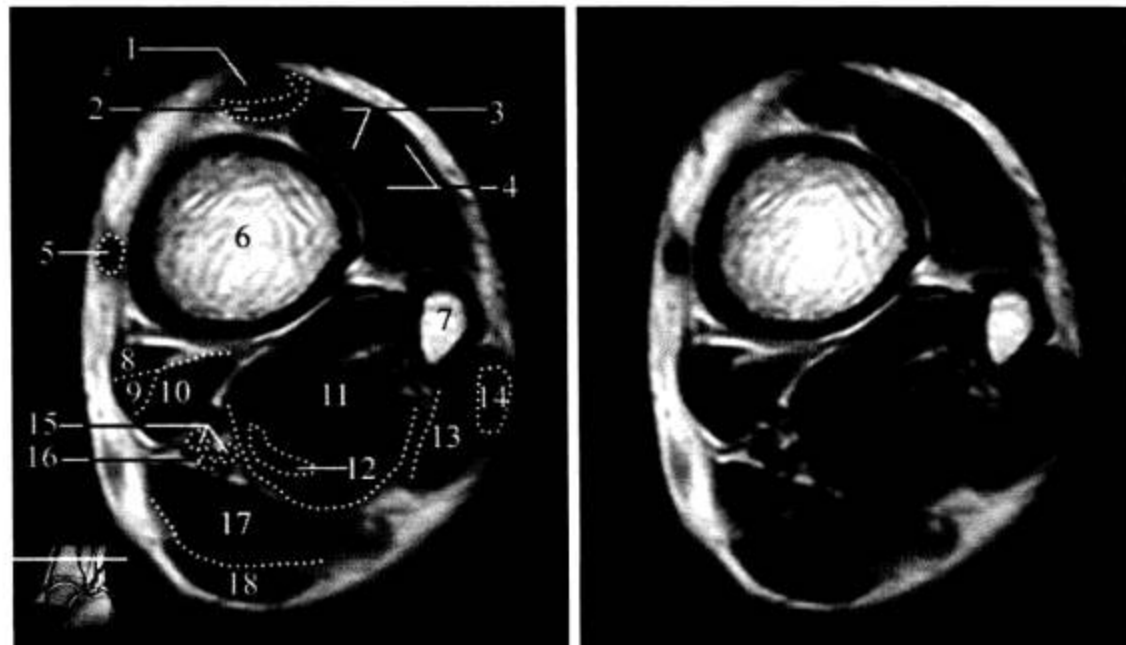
踝关节 MRI 横断面 (T<sub>1</sub>WI)
